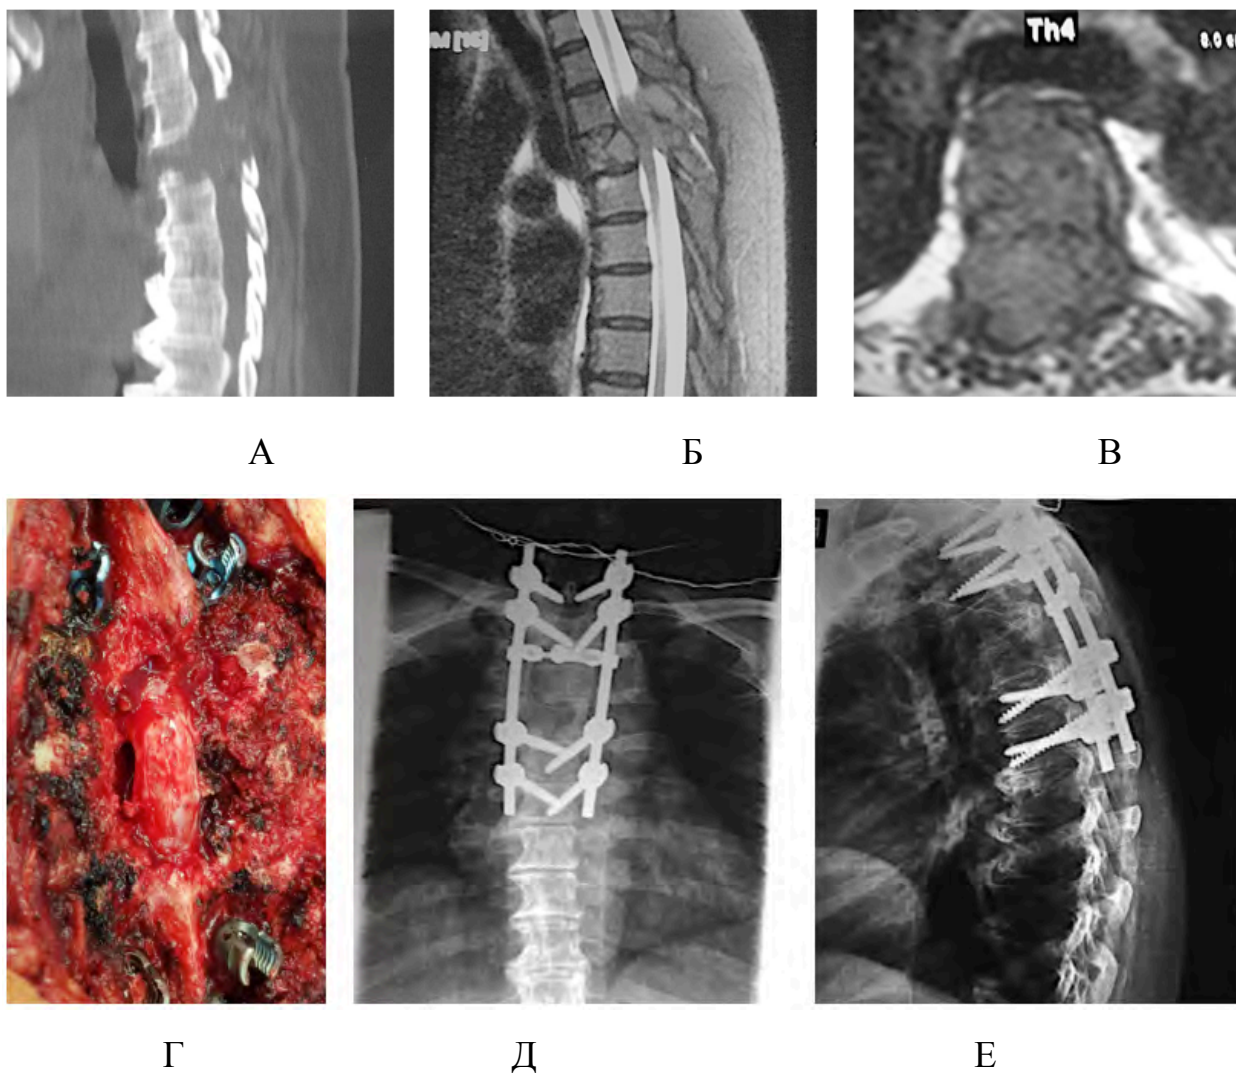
Пациентка 55 лет с метастатическим поражением Th3, Th4 позвонков на фоне почечно-клеточного рака и нижним парапарезом: А – литическое поражение по данным КТ; Б, В – компрессия нервных структур на сагиттальном и аксиальном срезах МРТ; Г – удаление задних структур Th3, Th4 позвонков и мягкотканного компонента опухоли; Д, Е – послеоперационные рентгенограммы в передне-задней и боковой проекциях
